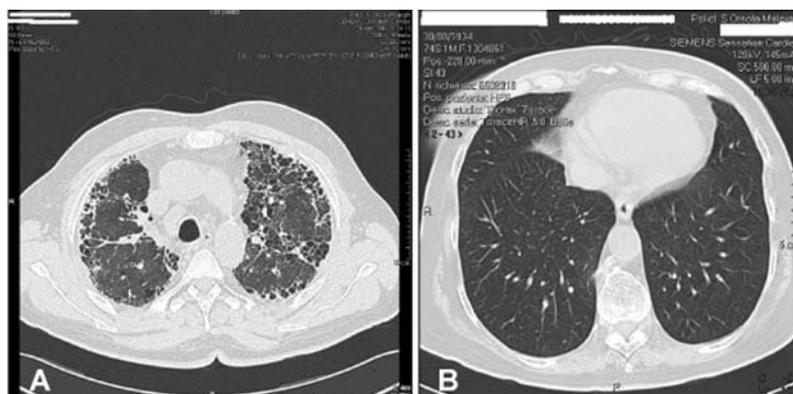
Tomografia computerizzata toracica ad alta risoluzione. A: paziente con severa malattia dell'interstizio polmonare; diffusa fibrosi e marcate alterazioni strutturali del parenchima polmonare in entrambi i polmoni; B: paziente affetto da ipertensione arteriosa polmonare: ispessimento liscio dei setti interlobari tipici della malattia veno-occlusiva.
